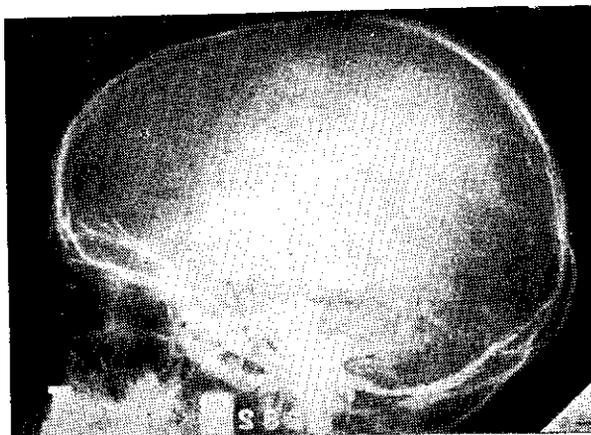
Radiografía lateral simple.—Nótese el cuadro de ligera hipertensión craneana.
